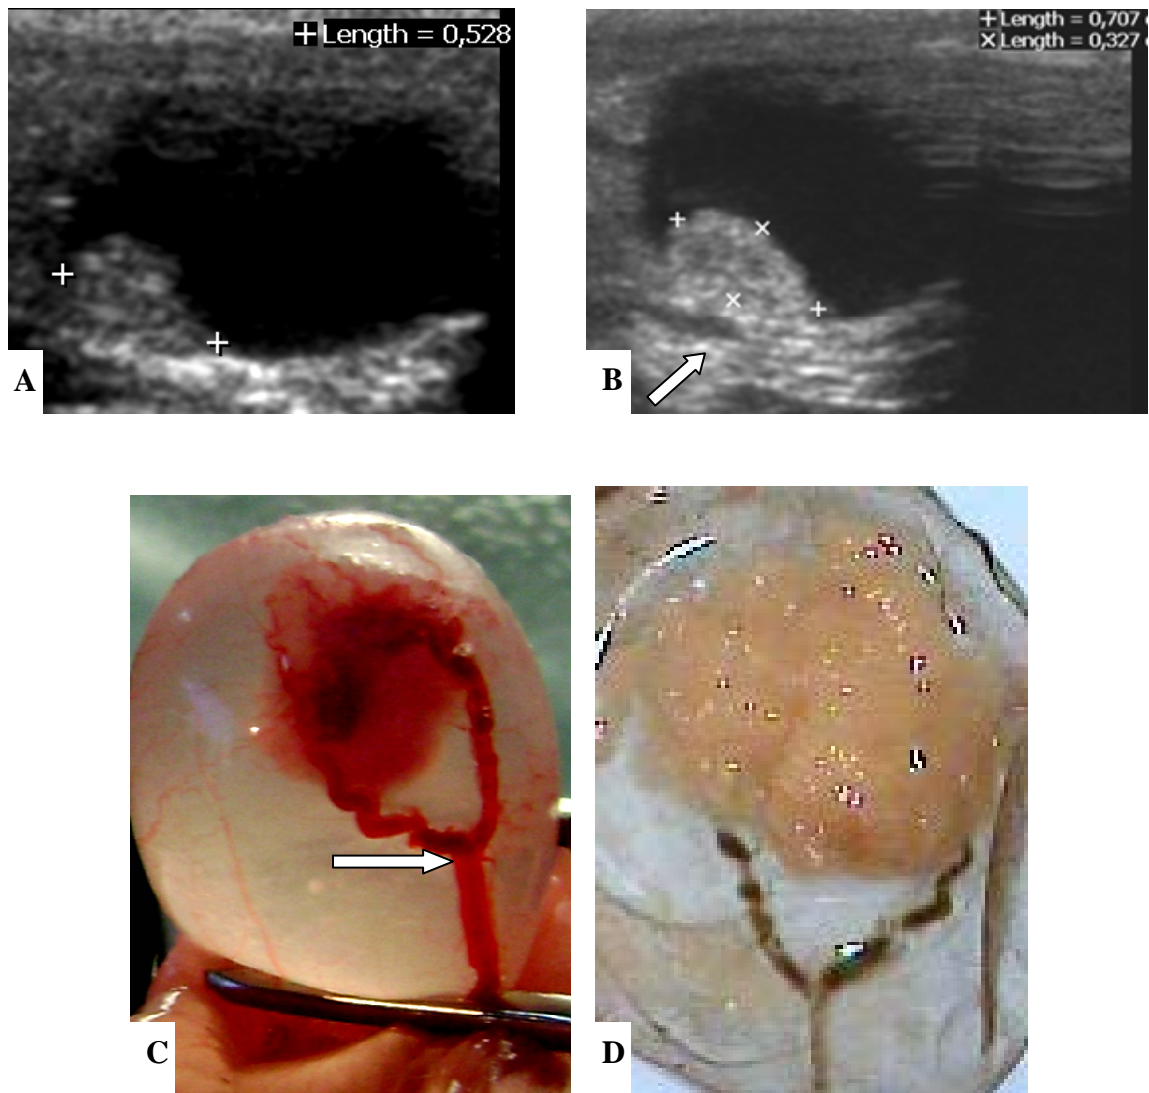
A e B - Ultrassonografia na 31ª e 40ª semana evidencia imagem tumoral em parede posterior, fazendo projeção para o interior da bexiga (detalhe do vaso em seta branca em B); C - Mesma bexiga *in vivo* por transluminação observa-se tumoração intravesical com vasos calibrosos e tortuosos em sua direção (vaso da imagem ultrassonográfica); D - Bexiga aberta, fixada em formol a 10%, detalhe da tumoração delicada em forma de couve-flor em parede vesical - Grupo L Rato 9.
